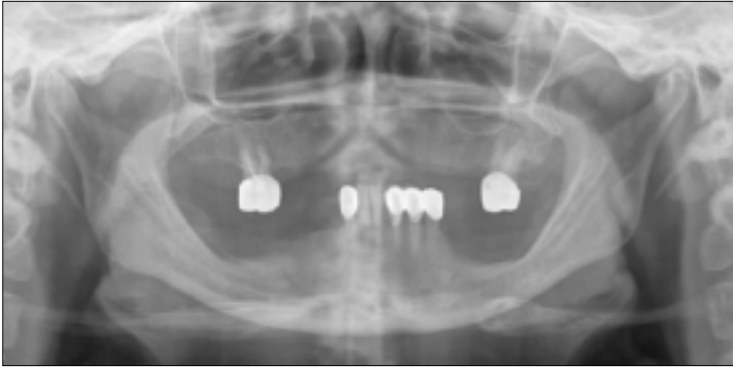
Initial panoramic and CT view show horizontal resorption of maxillary anterior alveolar ridge.
